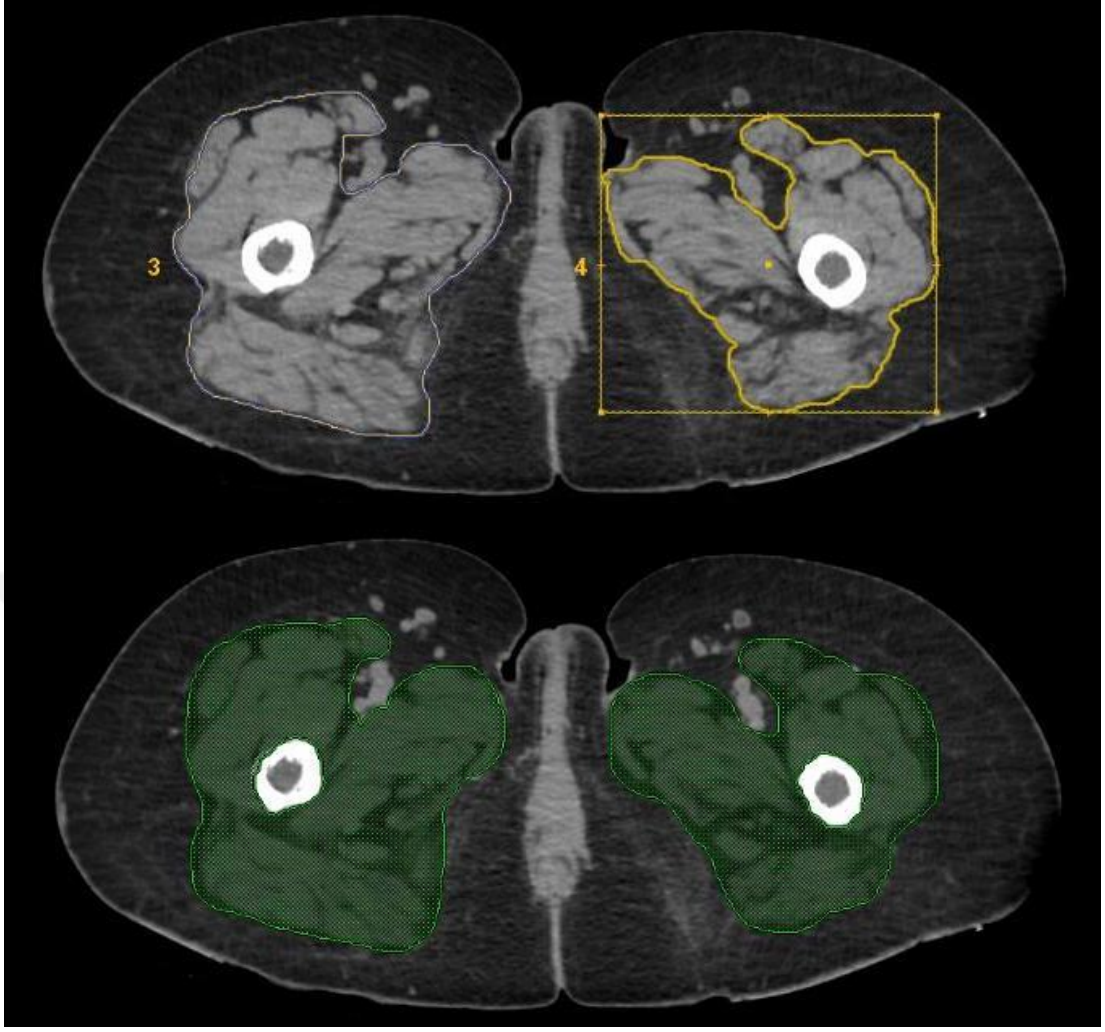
Tönnis gradelemlerine göre sağ kalçası grade 1, sol kalçası grade 3 olan hastaya ait BT görüntüsü
